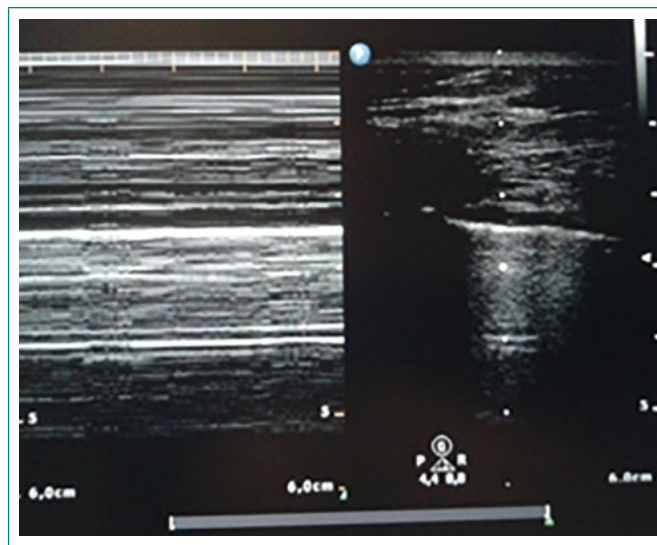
Ecografía pulmonar (modo M y 2D) en el segundo espacio intercostal anterior derecho, donde se visualiza el "signo de la estratosfera" y ausencia de deslizamiento pleural, sugestivos de la presencia de neumotórax
